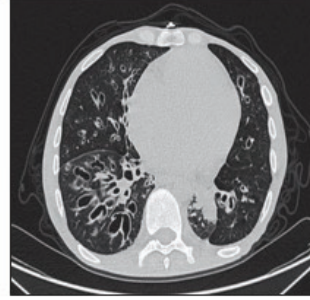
Olgu 1 Toraks BT
